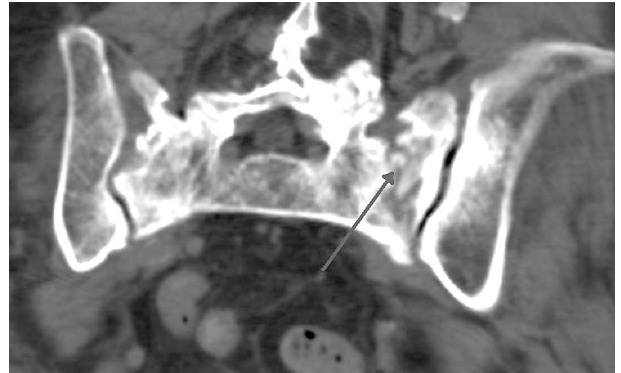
Imagen de TAC en corte coronal del sacro, donde se observa una fractura del ala sacra izquierda.
